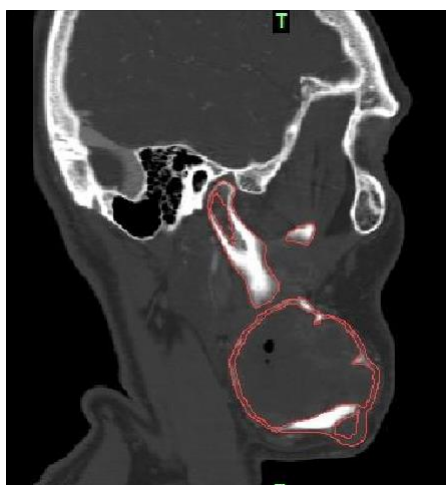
TC corte sagital – união da solução de continuidade
